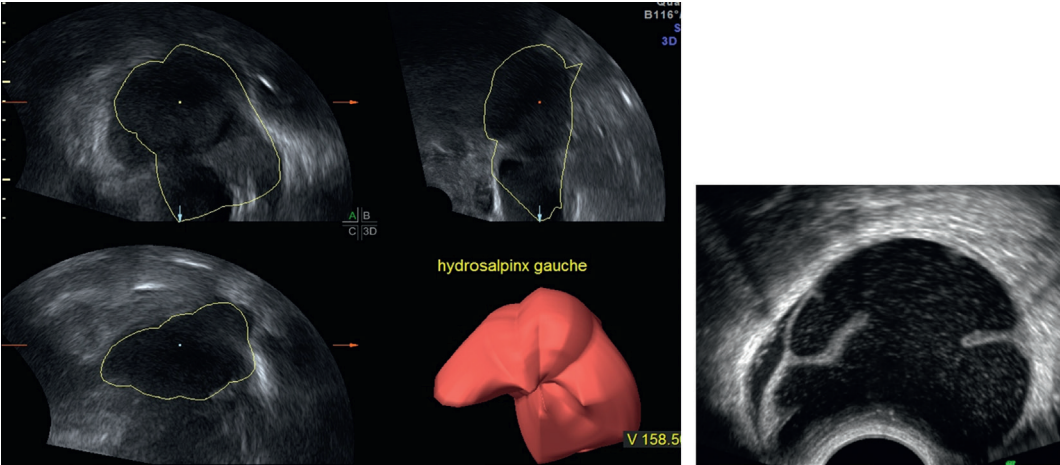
Hydrosalpinx et échographie.
